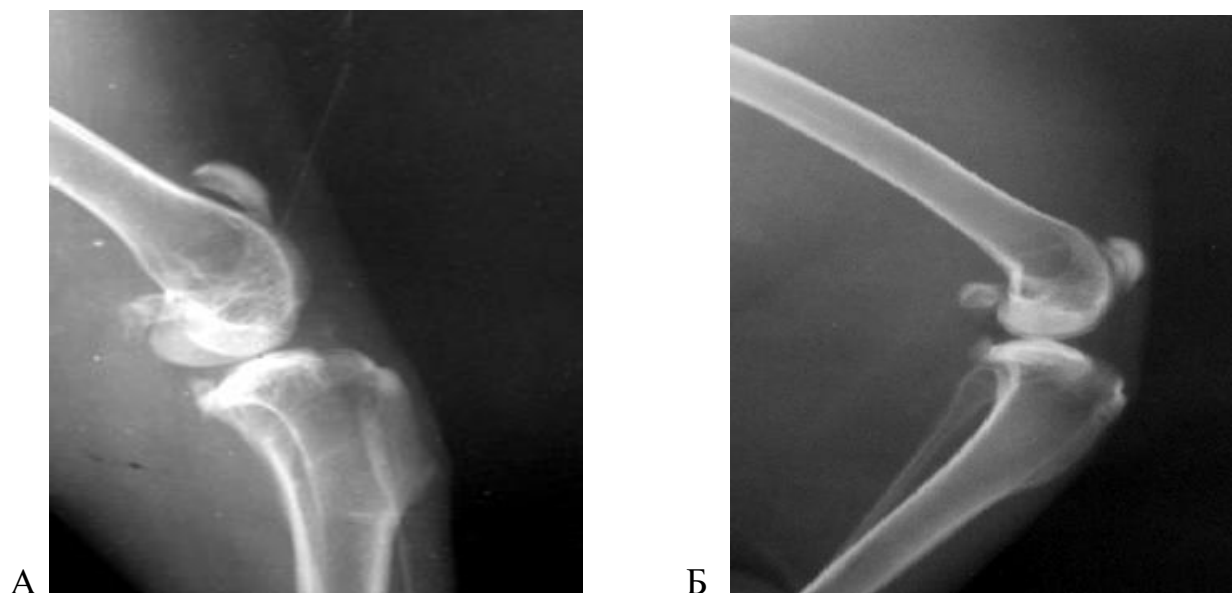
Рентгенограммы коленных суставов кроликов в боковых проекциях, спустя 3 месяца после операции: А - пластика дефектов костным биоматериалом - видны единичные остеофиты, очаги остеосклероза, неравномерное сужение суставной щели; Б - пластика дефектов ОТП - признаки деструктивно-дистрофических процессов в суставе отсутствуют.
